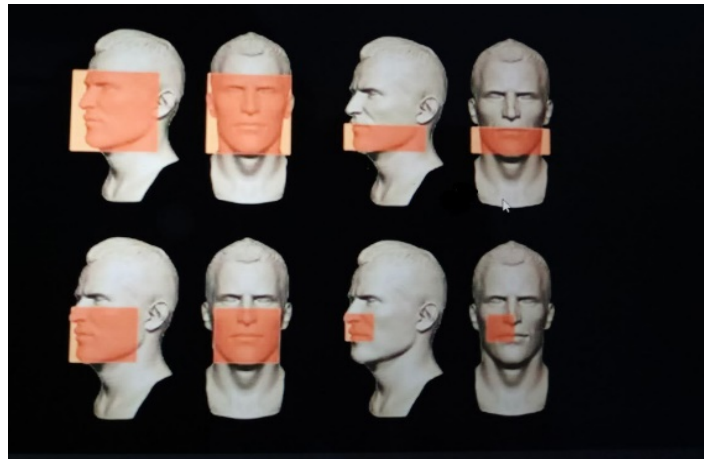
Les champs d'exploration du cbct (Pauwels &al ,2018)
